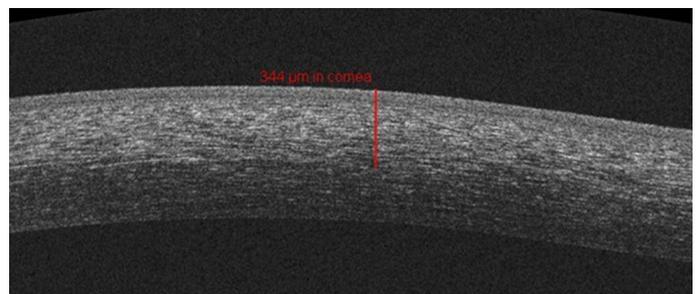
Línea de demarcación de la Figura 5 captada y medida con tomografía de coherencia óptica (OCT) corneal.
